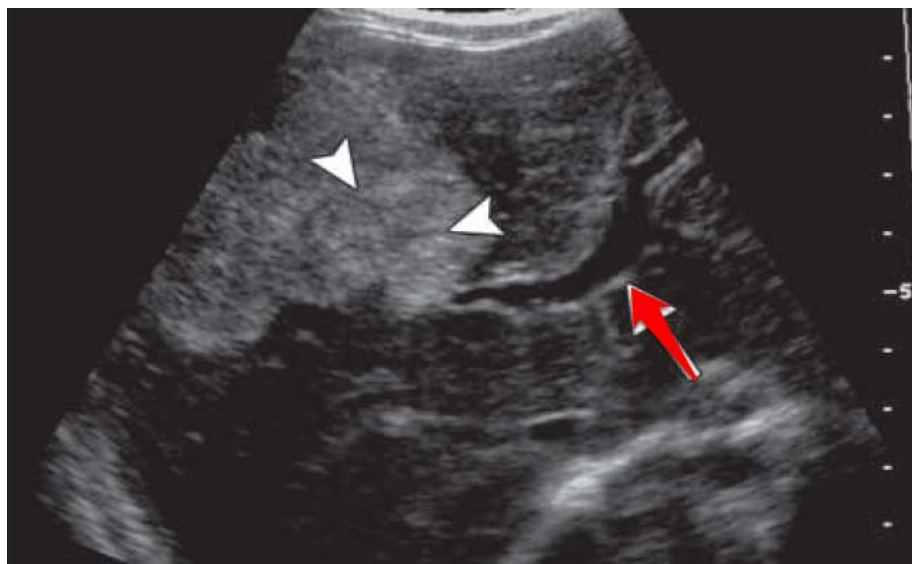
Hépatoblastome mixte diagnostiqué chez une fille de 28 mois. L'échographie montre une masse hyperéchogène avec des contours lobulés et des septas (flèches blanches) (flèche rouge : la veine porte) [42].
